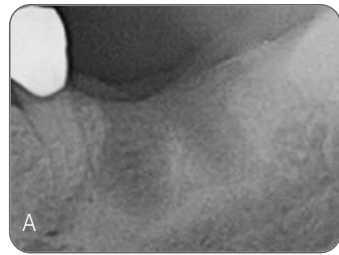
Periapical radiographs following the surgical and prosthetic procedures.
